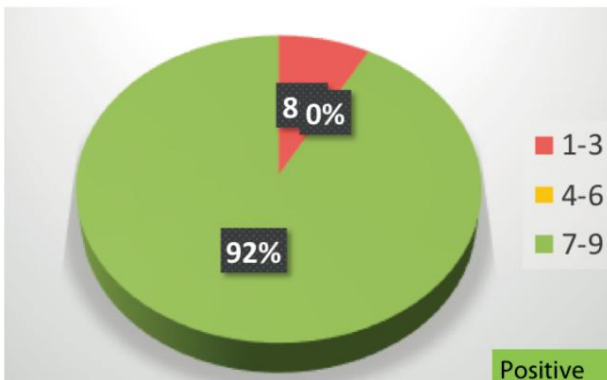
德尔菲:出于二级医疗/耳鼻喉科药物治疗的目的,是否认可使用此前 3 年以上时间所行的 CT。
